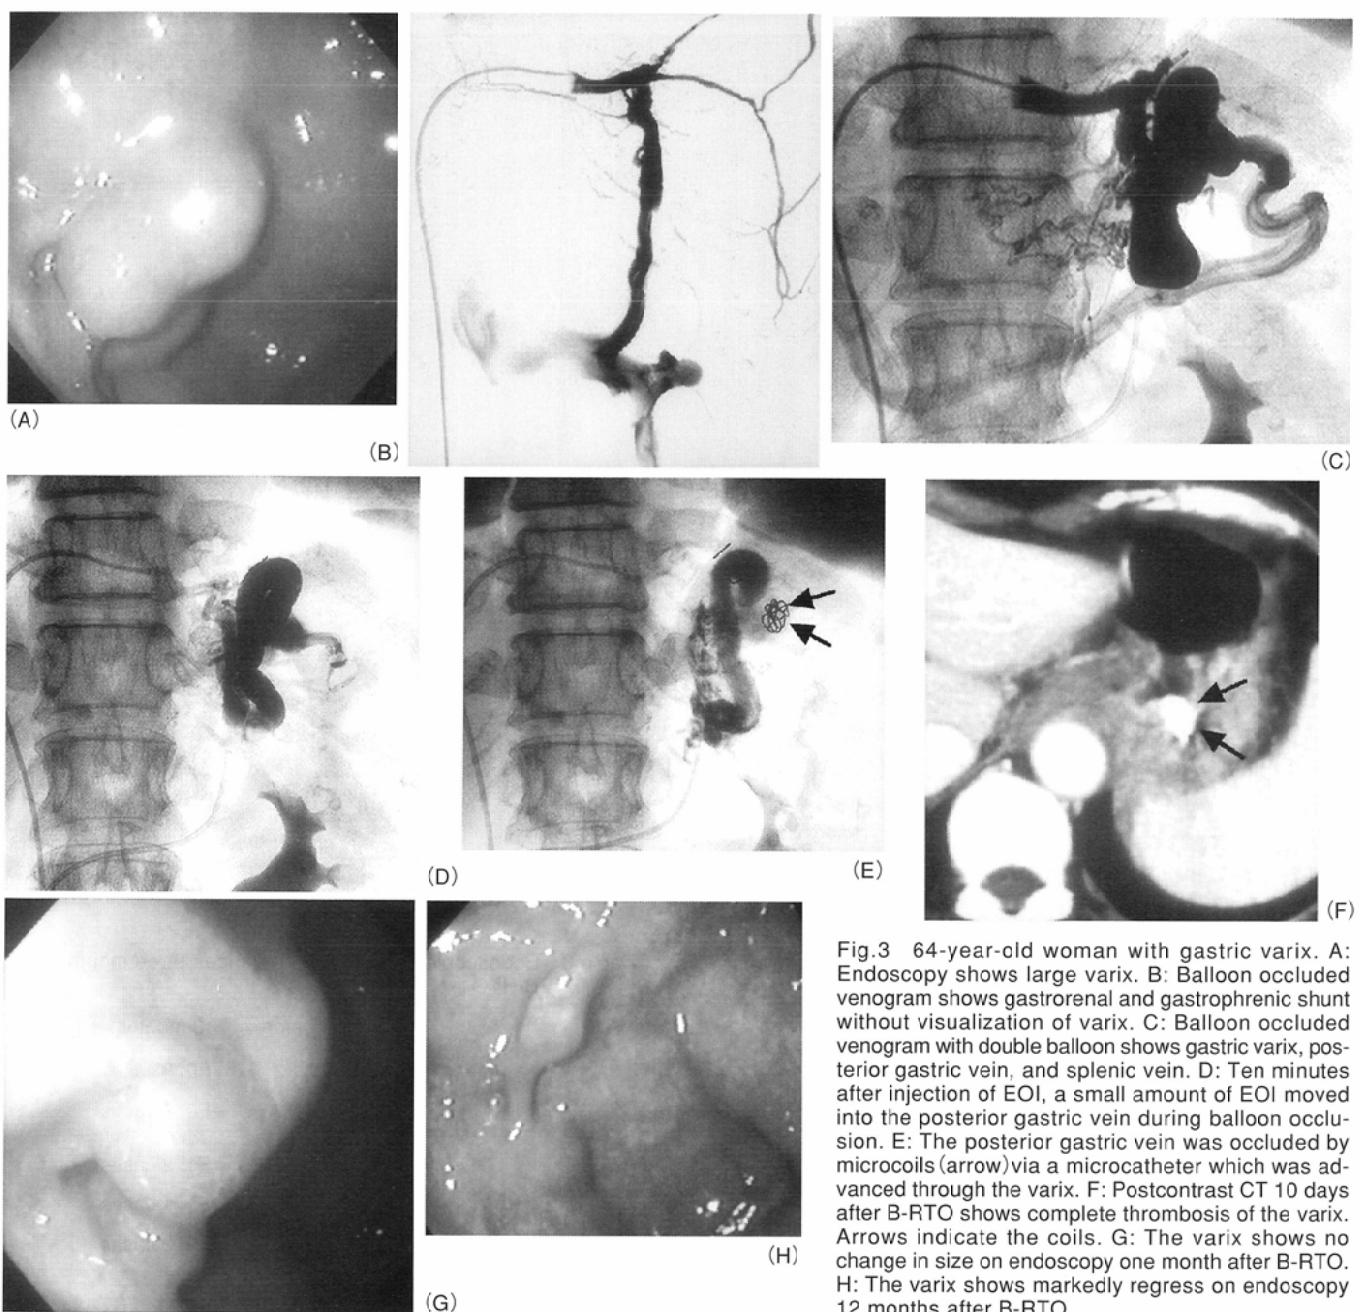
64-year-old woman with gastric varix. A: Endoscopy shows large varix. B: Balloon occluded venogram shows gastrorenal and gastrophrenic shunt without visualization of varix. C: Balloon occluded venogram with double balloon shows gastric varix, posterior gastric vein, and splenic vein. D: Ten minutes after injection of EOI, a small amount of EOI moved into the posterior gastric vein during balloon occlusion. E: The posterior gastric vein was occluded by microcoils (arrow) via a microcatheter which was advanced through the varix. F: Postcontrast CT 10 days after B-RTO shows complete thrombosis of the varix. Arrows indicate the coils. G: The varix shows no change in size on endoscopy one month after B-RTO. H: The varix shows markedly regress on endoscopy 12 months after B-RTO.
